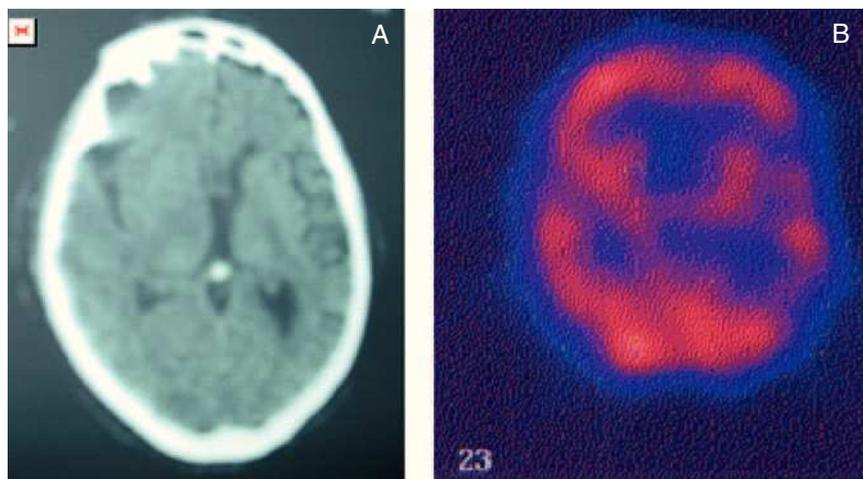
A: atrofia frontotemporal izquierda observada en la tomografía computarizada craneal. B: hipoperfusión frontotemporal izquierda en la tomografía por emisión de fotón único.
